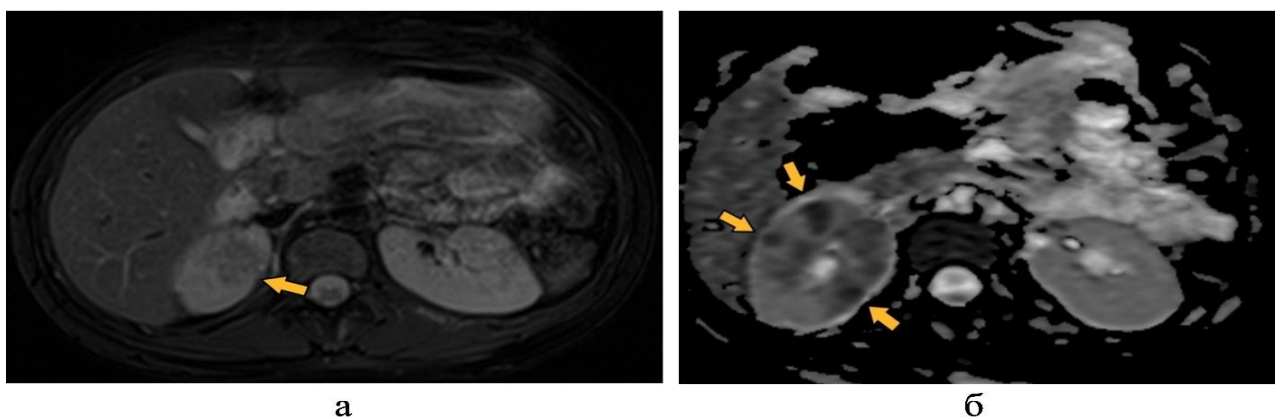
МР-томограммы беременной пациентки А., 25 лет (беременность 19–20 нед), на 1-е сутки после травмы: а – T2 FSat; б – ИКД, очаги ограничения диффузии до 3–5 мм в диаметре, соответствующие абсцессам (стрелки)
